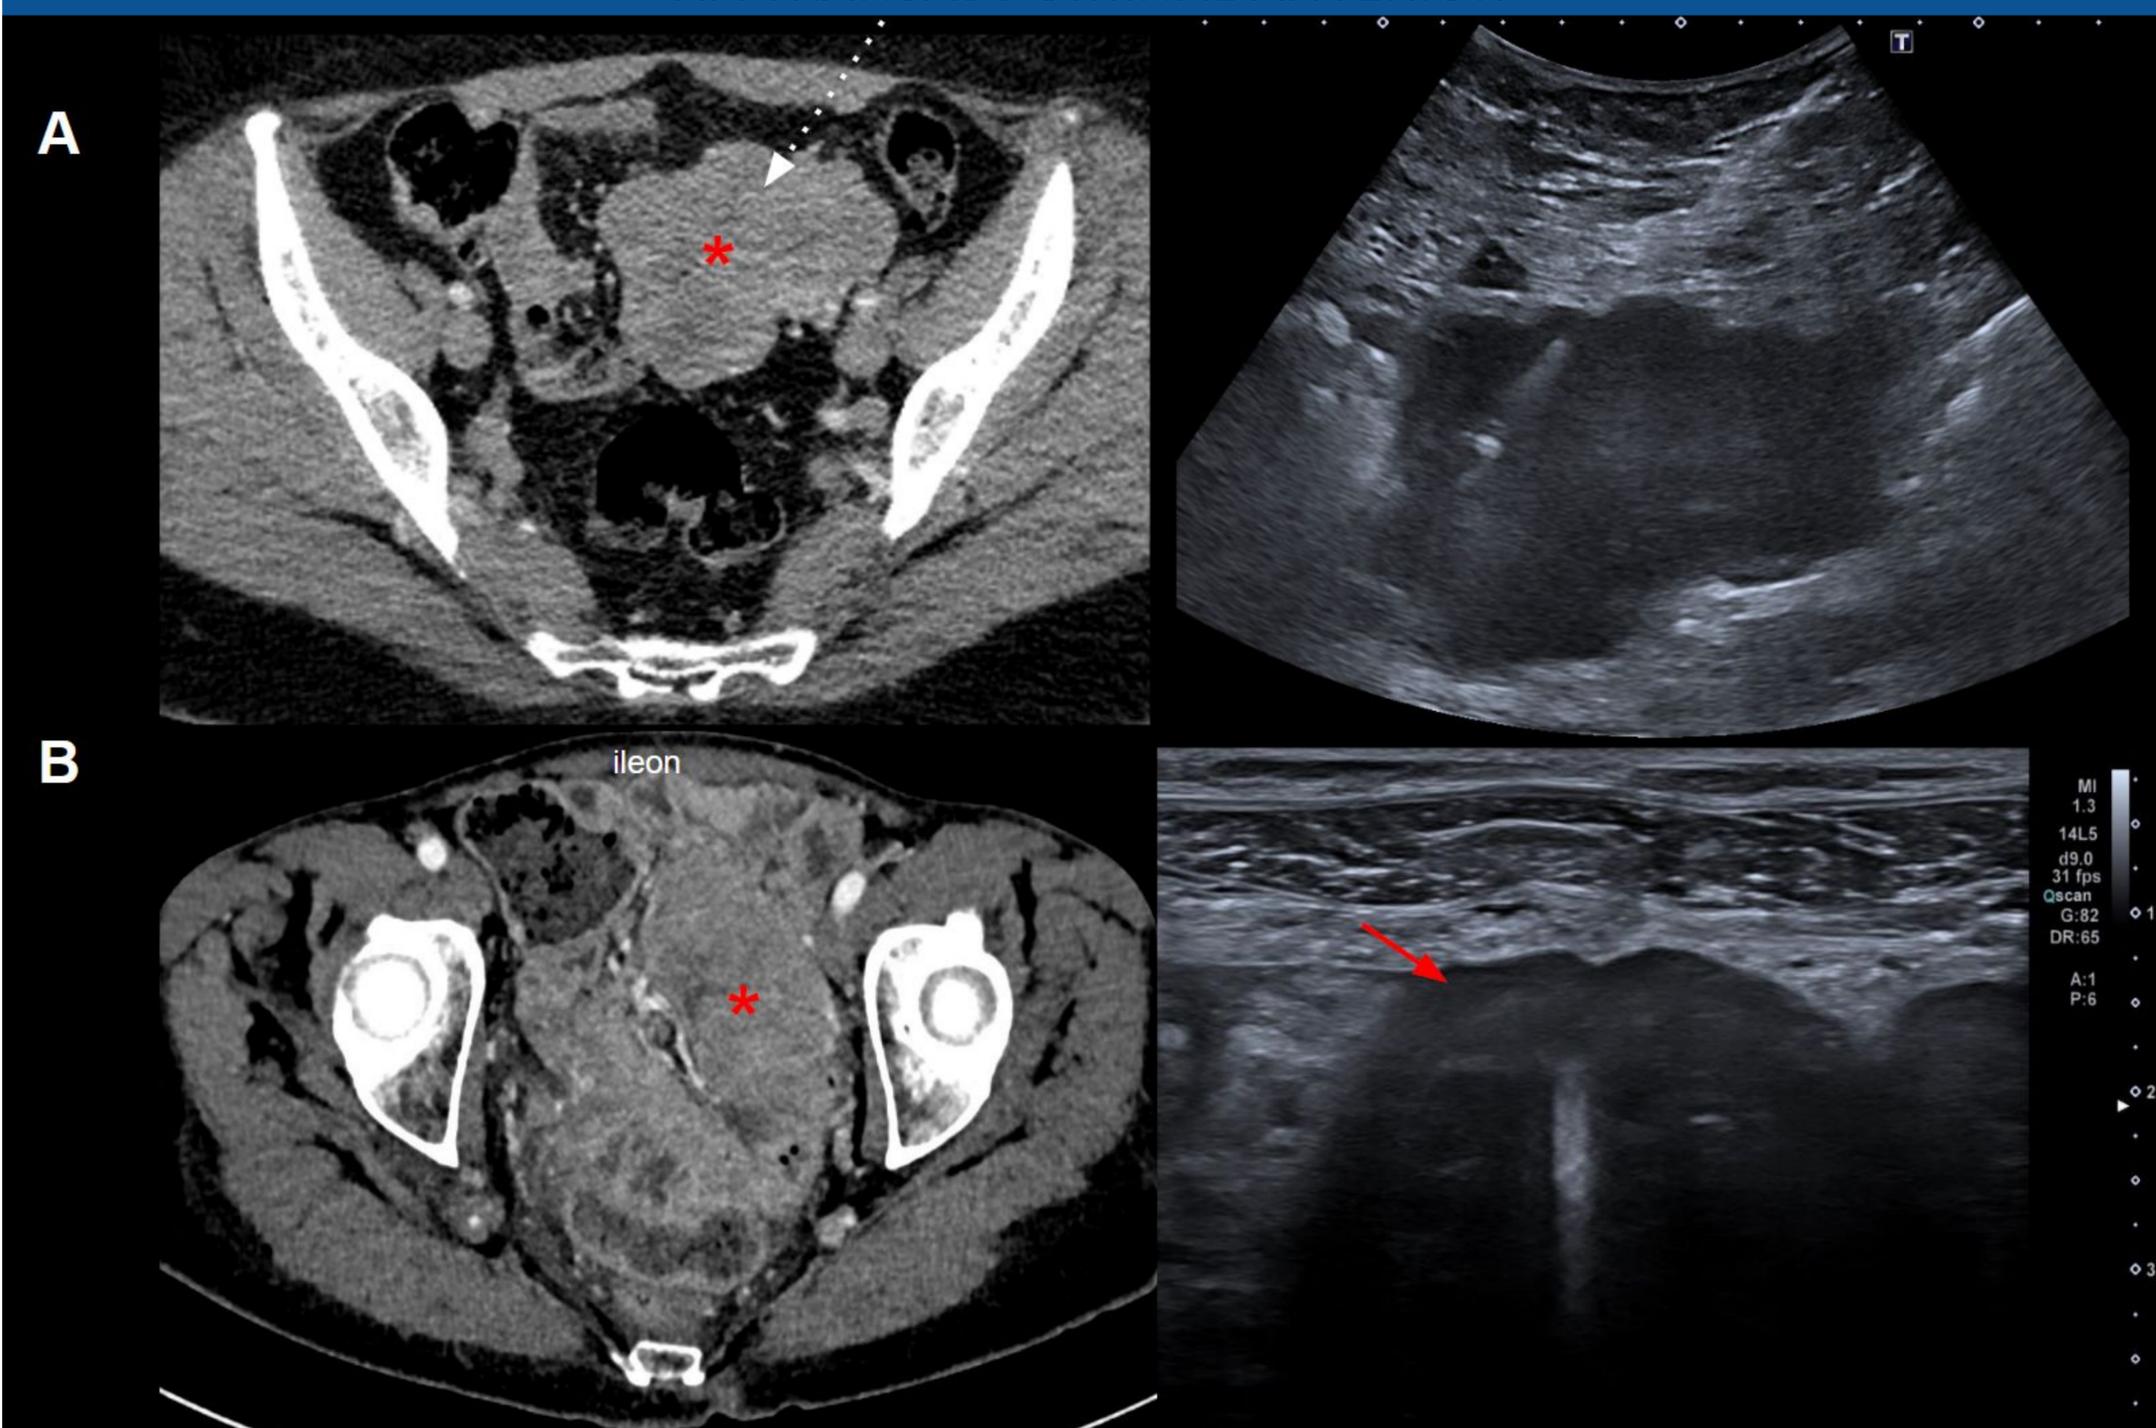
Acceso transabdominal anterior guiado por ecografía en dos pacientes distintos para biopsia de masas mesentéricas pélvicas (*) con aguja 16G. En la imagen A se introduce la aguja paralela al transductor, mientras que en la imagen B se introduce perpendicular al mismo, realizando hidrodissección previa (→) y compresión con el transductor para lograr una mayor separación de las asas intestinales vecinas.
